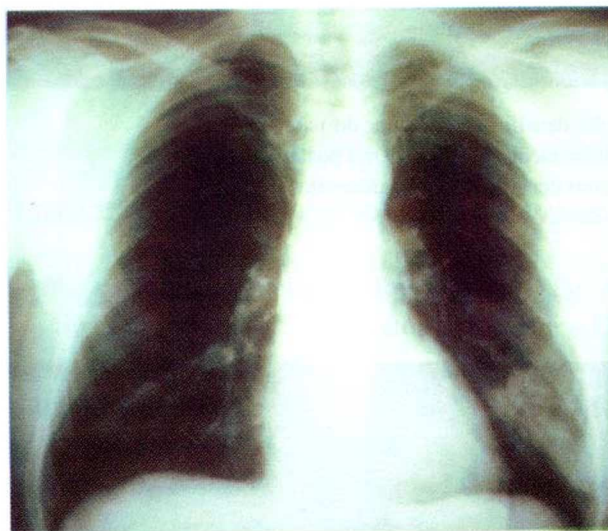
Telerradiografia do tórax em PA, efectuada em ambulatório, onde se pode observar hipotransparência heterogênea do 1/3 inferior do campo pulmonar esquerdo
